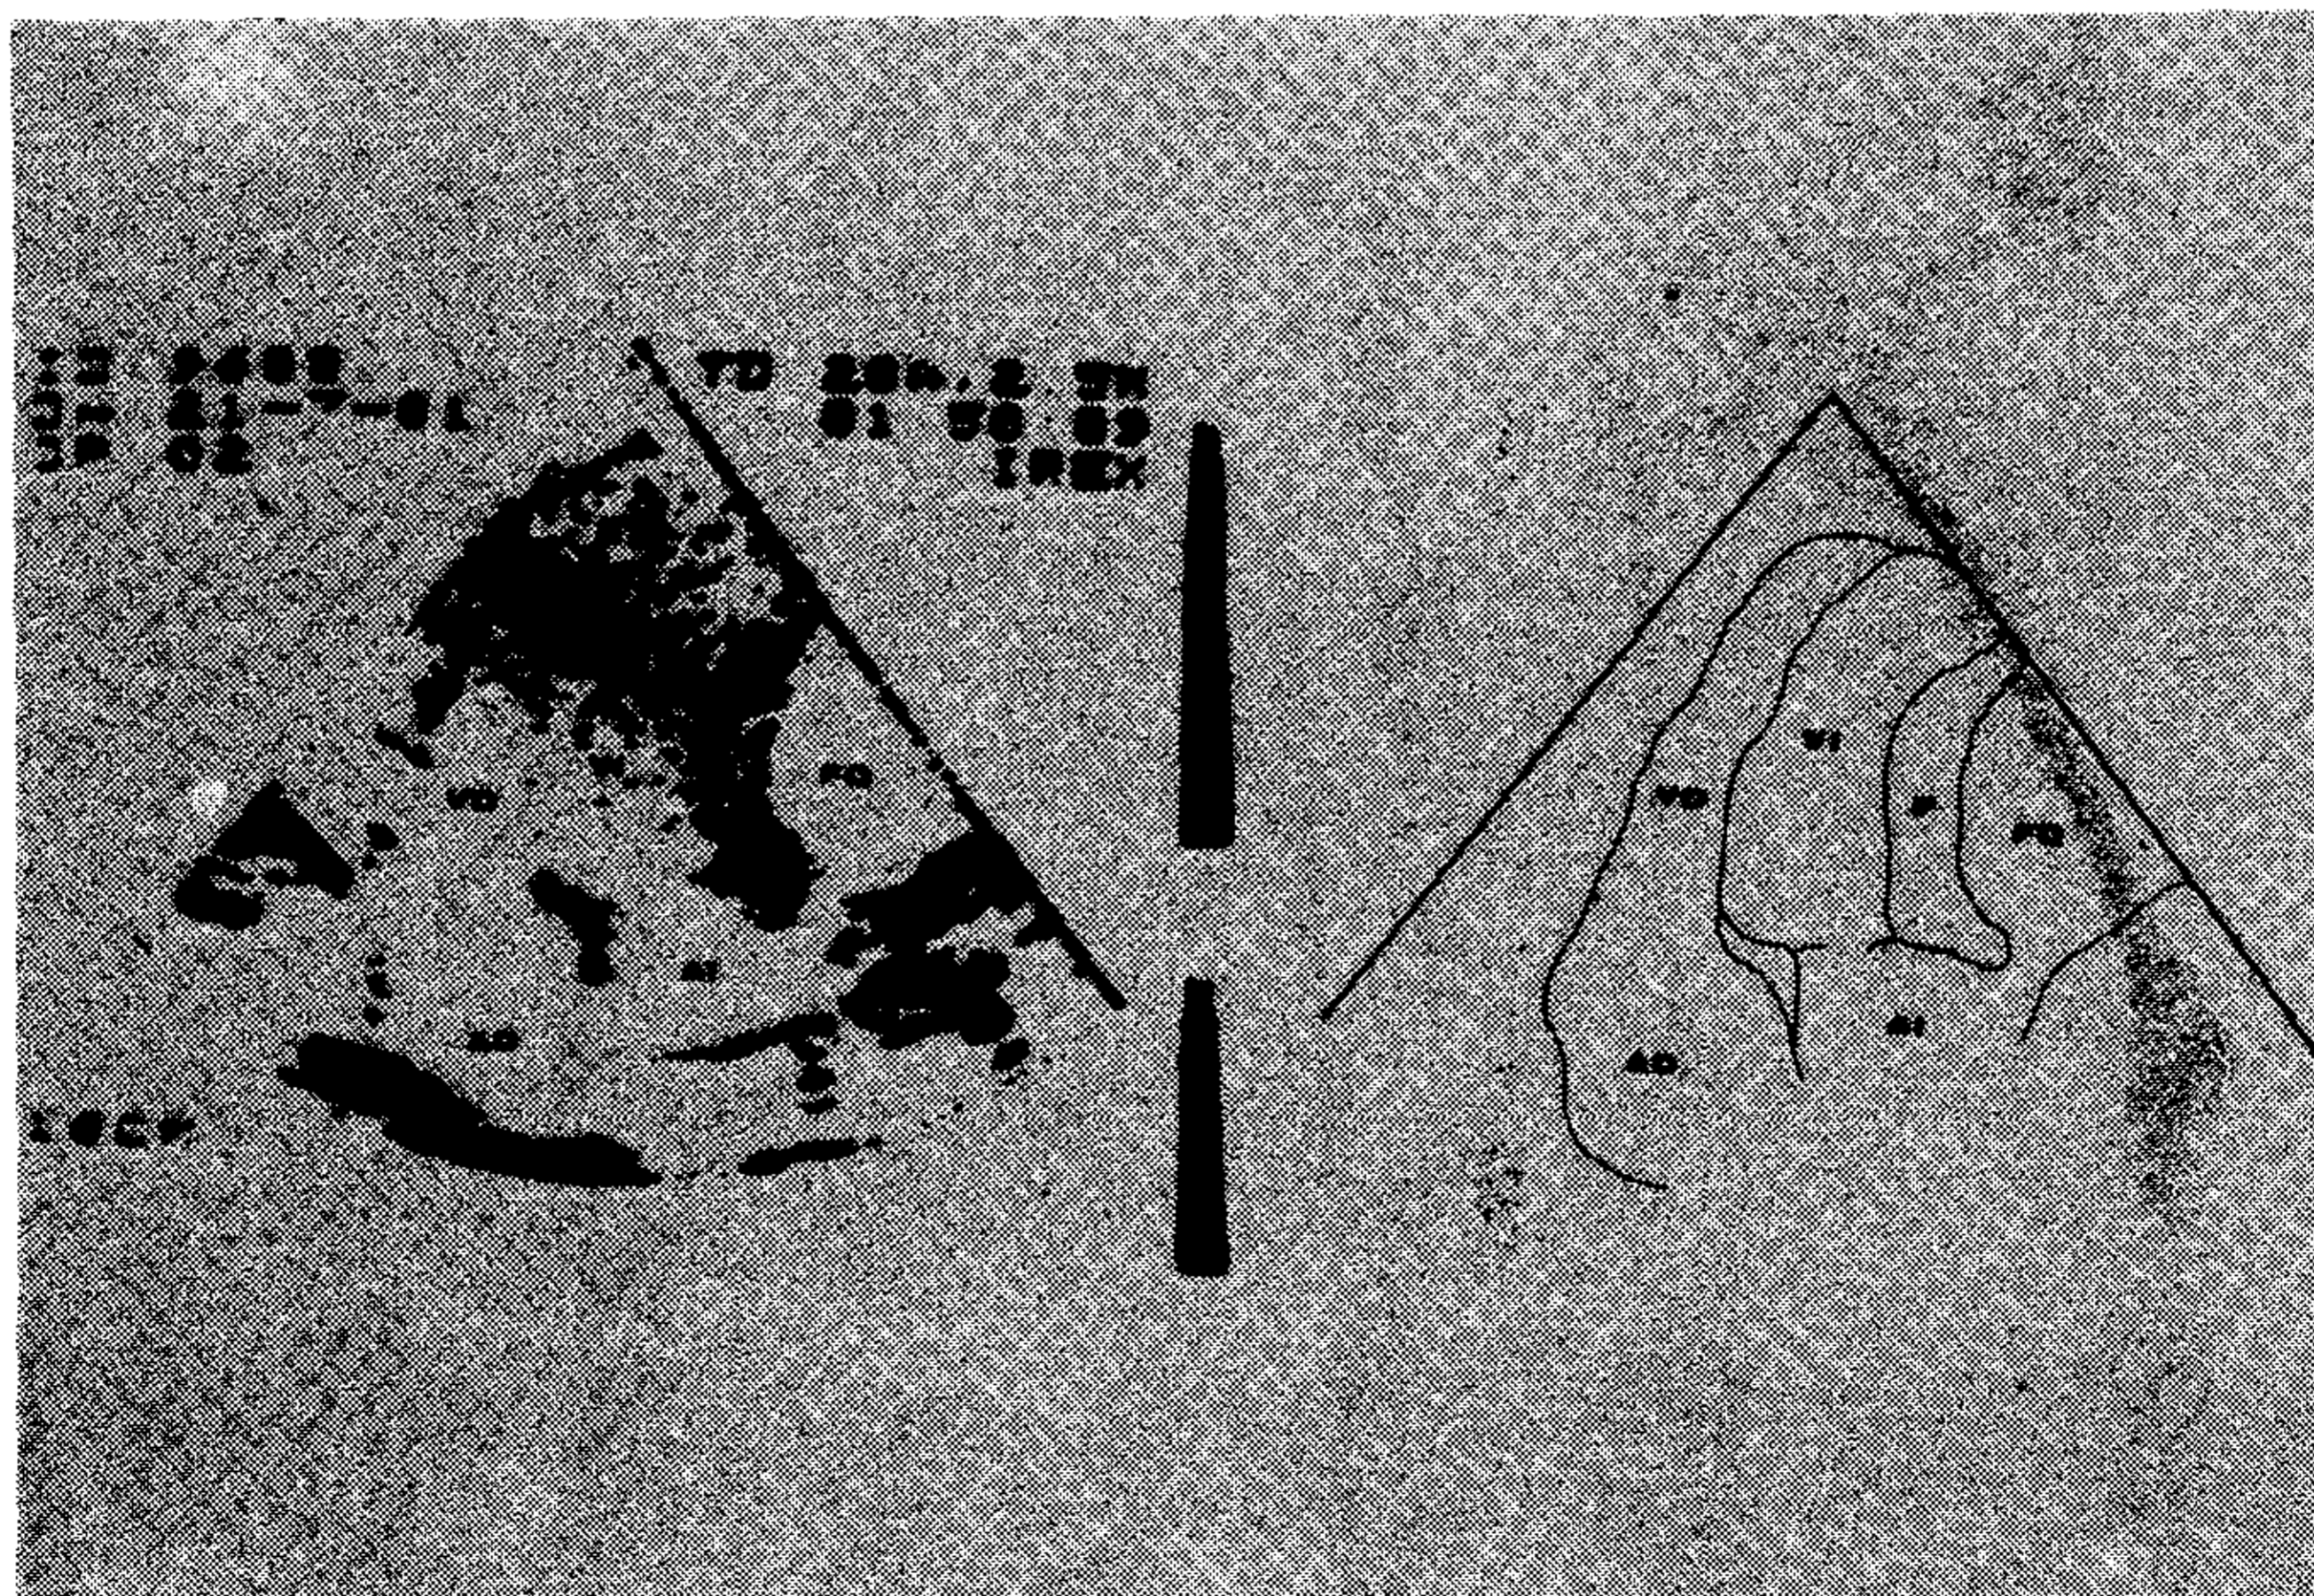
Ecocardiograma del caso 2: cuatro cámaras desde la punta. Obsérvese la formación quística en la cara lateral que comprime el ventrículo izquierdo produciendo deformidad de la silueta cardíaca. FQ: formación quística. AD: aurícula derecha. AI: aurícula izquierda. VD: ventrículo derecho. VI: ventrículo izquierdo.
